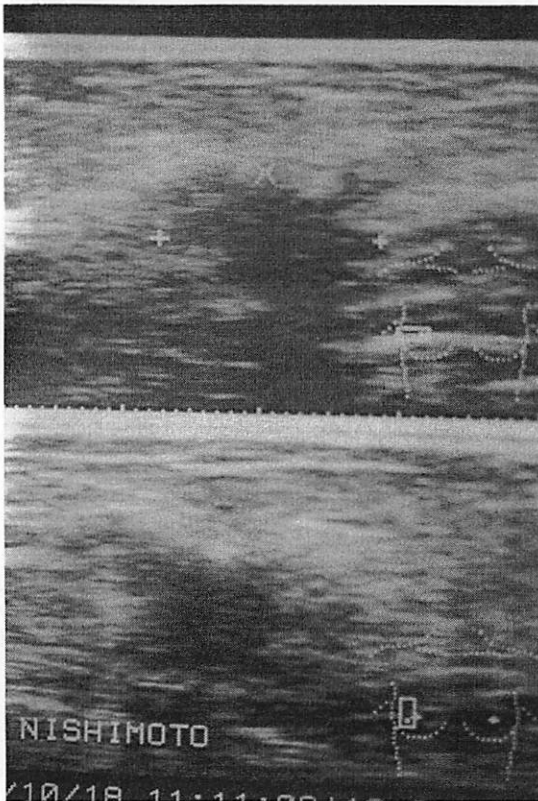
症例3 右乳房エコー像CD領域に30×25 mm大の辺縁不整で内部エコーが一部不均一な充実性腫瘍を認めた。
